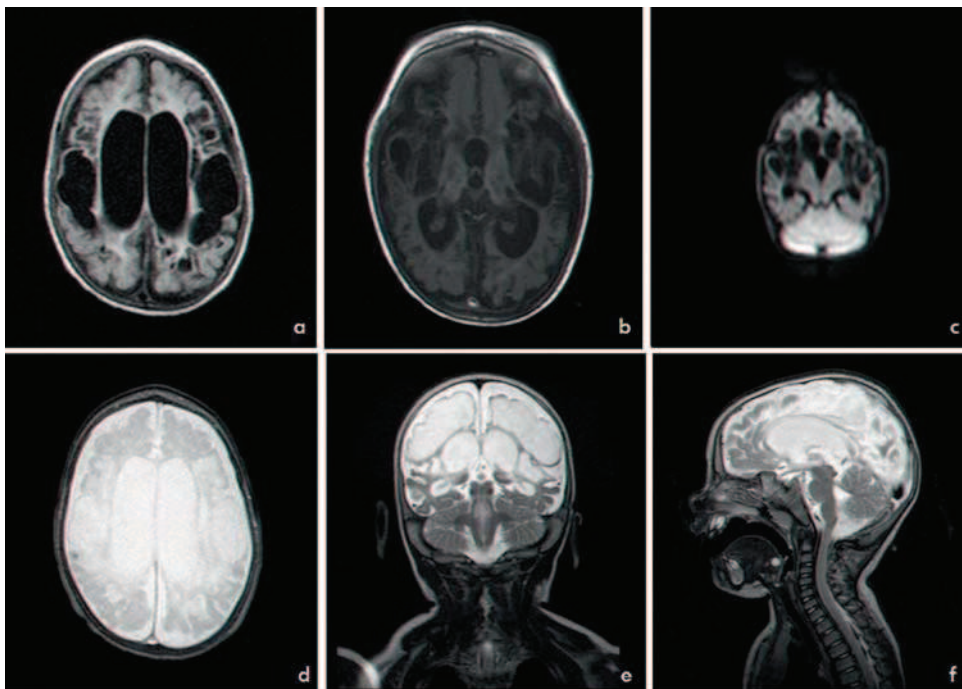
Caso 1. Ressonância magnética cerebral aos seis meses. Extensas áreas de encefalomalácia cortico-subcortical (lesões quísticas) fronto-parieto-temporais bilateralmente, núcleos da base e tálamos e alargamento dos espaços de circulação de líquido adjacentes. Proeminência do sistema ventricular supra-tentorial, sem hidrocefalia ativa. a) FLAIR Axial; b) T1 Axial; c) DW; d) T2 FFE/TRA Axial; e) T2 Coronal; f) T2 Sagital.
